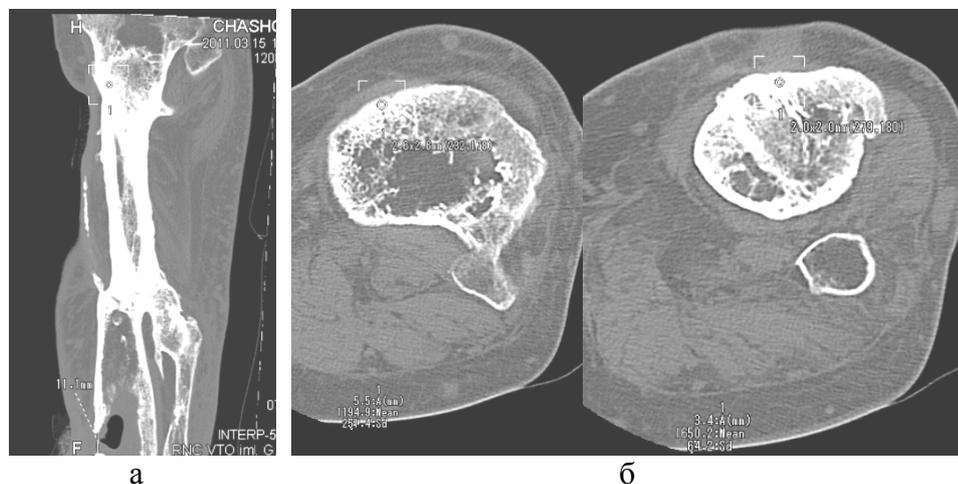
КТ голени больного Ч., 37 лет. В нижней трети большеберцовой кости полость, протяженностью 4,5 см. MPR (а), аксиальные срезы полости (б).
